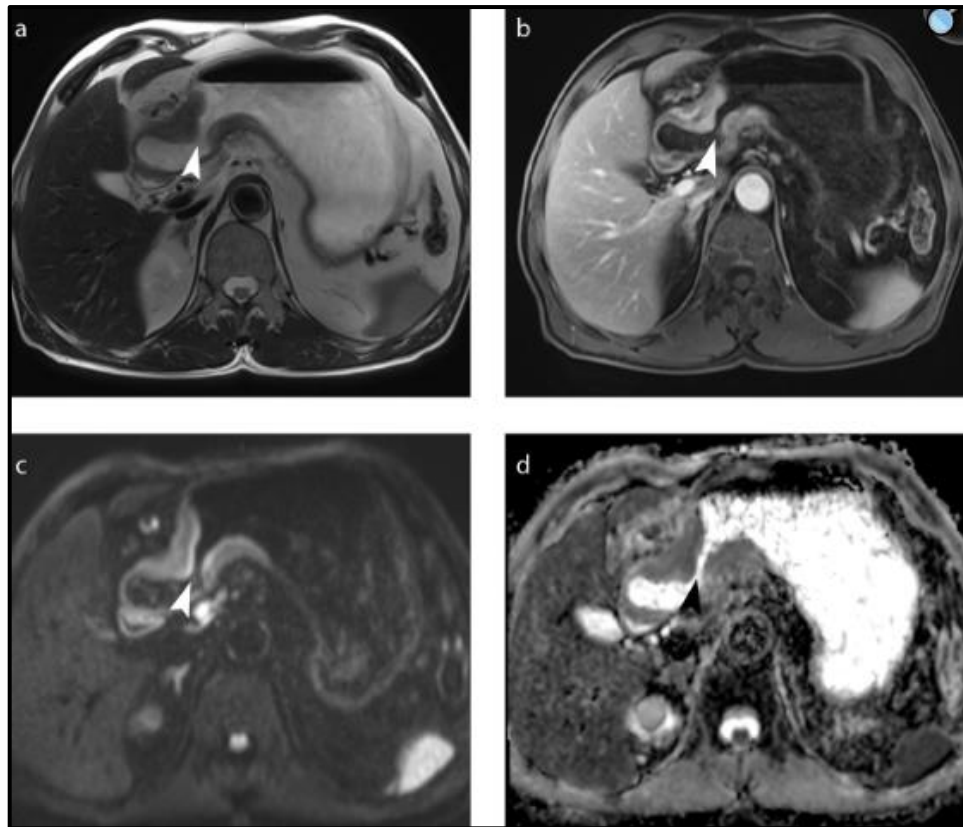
Cancer gastrique avancé (T4) , IRM montrant un épaississement pariétal de l'antré.
